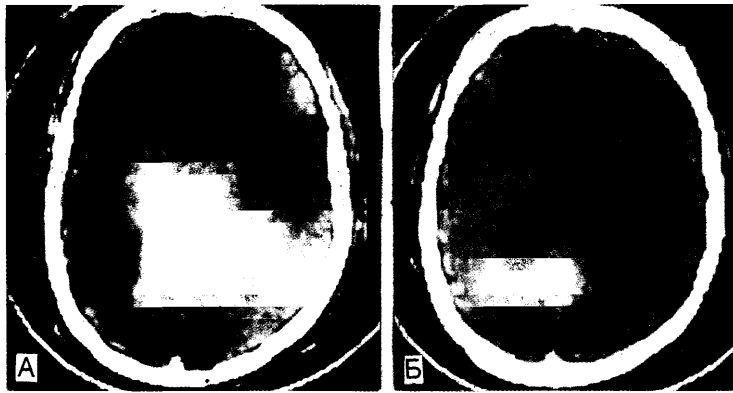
Расширение мозговых желудочков при шизофрении. Компьютерная томограмма.
